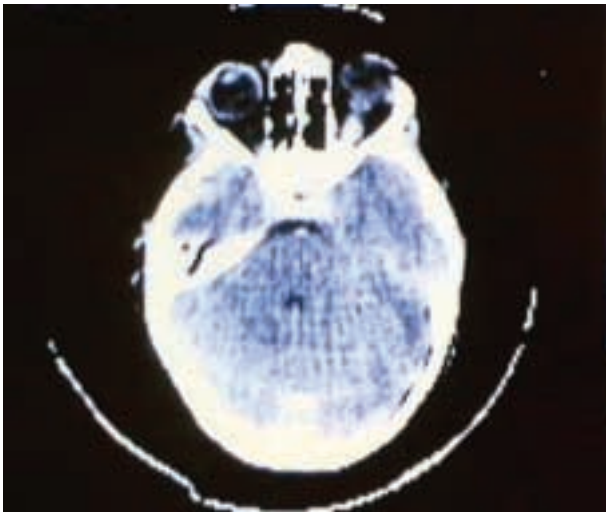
RMN: glioma de nervio óptico de la paciente.
